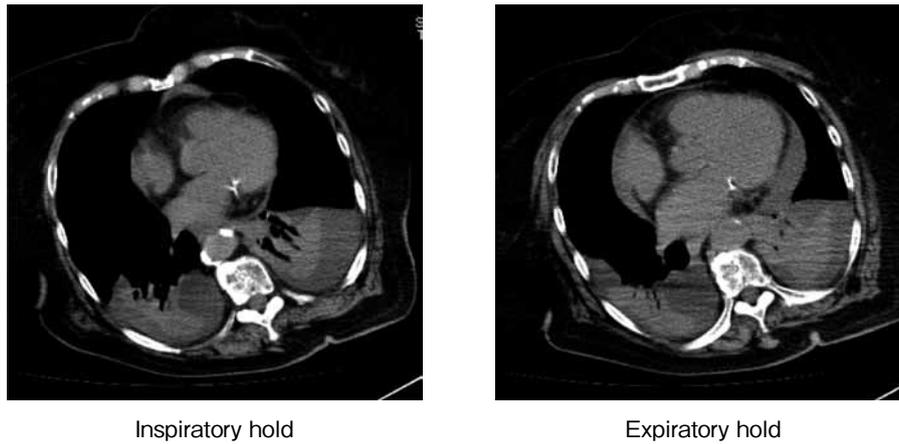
Chest CT on day 9
